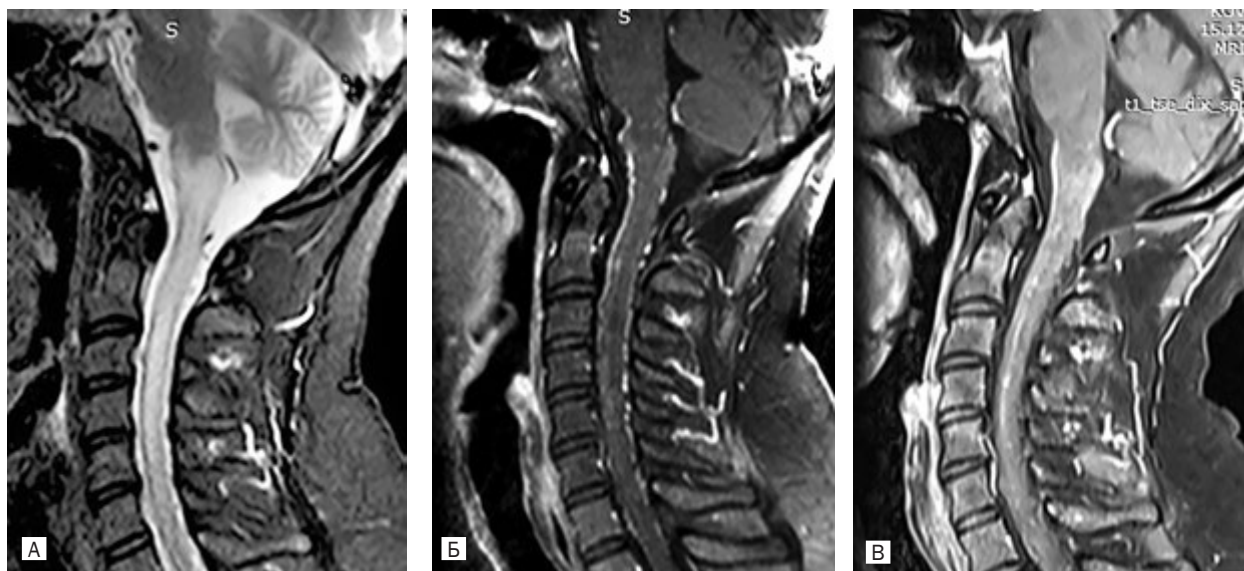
МРТ розширених вен пацієнтки М.
